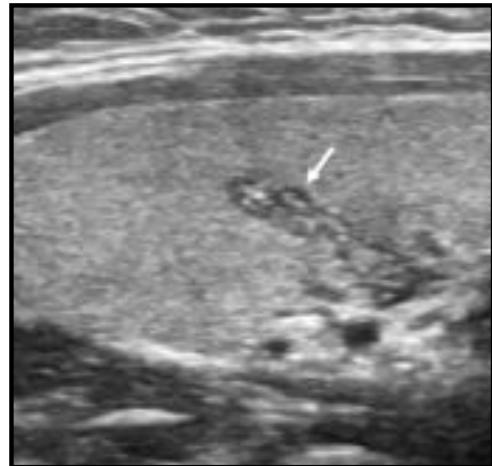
Longitudinal sonogram showing the lesion (arrow) measured 7.5x2.5x5.5 mm.
